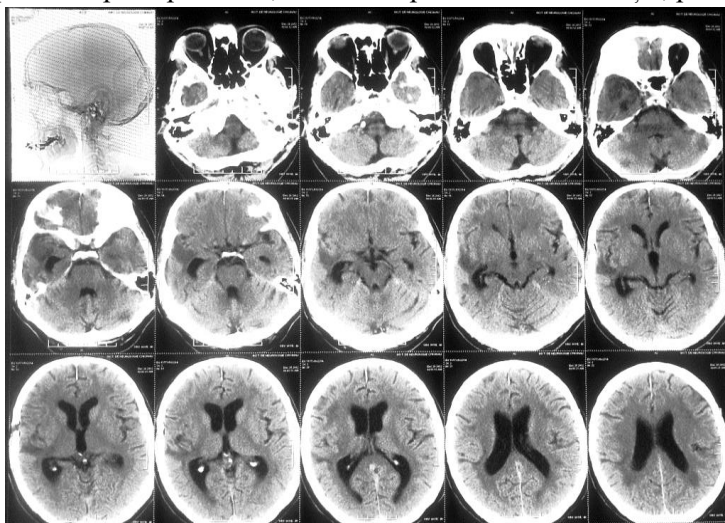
CT cerebral a pacientului din figura 9 obținut 30 zile postoperator.
